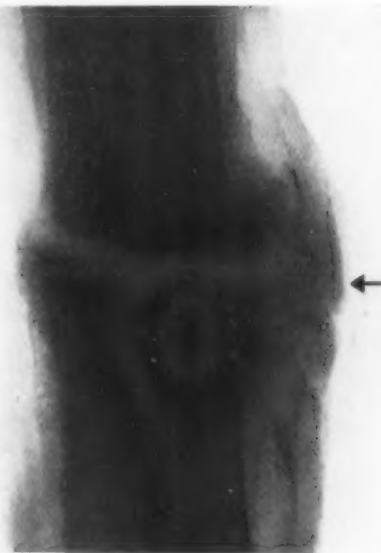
Röntgenaufnahme derselben Rippe. Umbauzone.
